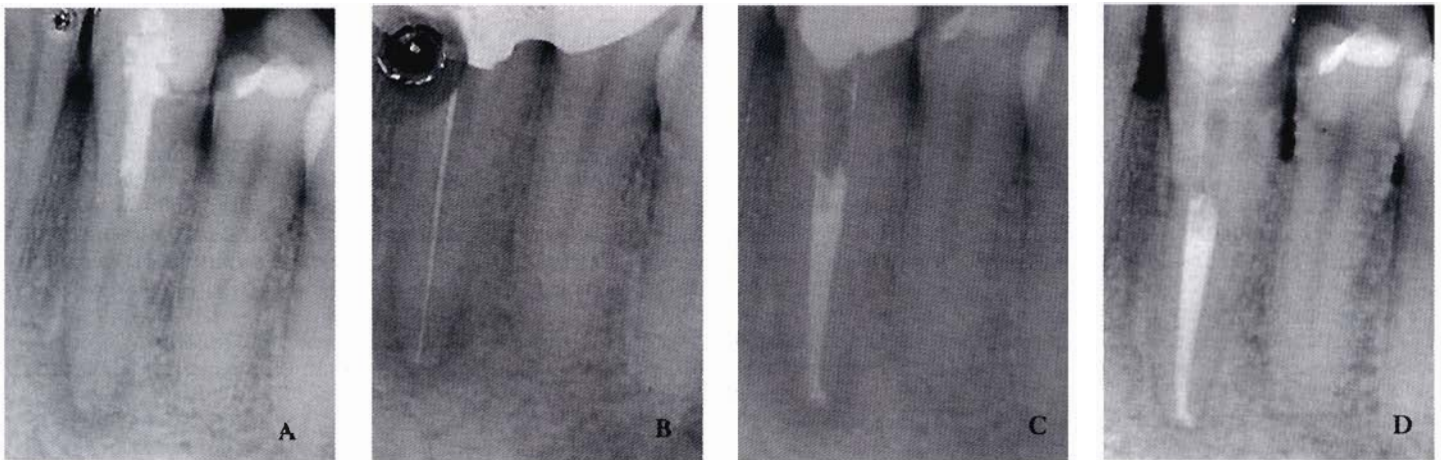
A-B-C-D - Rittrattamento endodontico di 3.3. A. Rx diagnostica. Si nota la presenza di un'area di radiotrasparenza periapicale. B. Rx di misurazione della lunghezza di lavoro. La preparazione, eseguita con i GT Files, è stata terminata portando uno strumento di conicità .06 e calibro di punta 30 in apice per ottenere una buona preparazione degli ultimi mm apicali del canale ed una conicità continua del canale. C. Rx post-operatoria. Otturazione canalare con gutta-perca condensata a caldo (System B). D. Rx di controllo a 10 mesi: si nota la guarigione della lesione periapicale.
